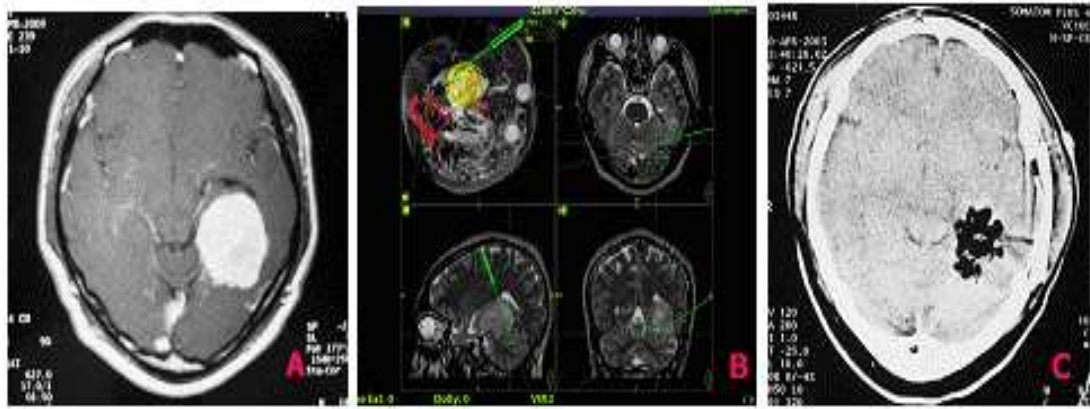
A case of neuronavigation application for brain tumor surgery A. Preoperative magnetic resonance image shows diffusely infiltrating parietal mass. B. Registration during operation C. Monitor displays accurate position of tumor and anatomical structure D. Intraoperative photograph shows grossly total removal of tumor using the navigation system. E. Postoperative CT shows grossly total removal of tumor using the navigation system.
